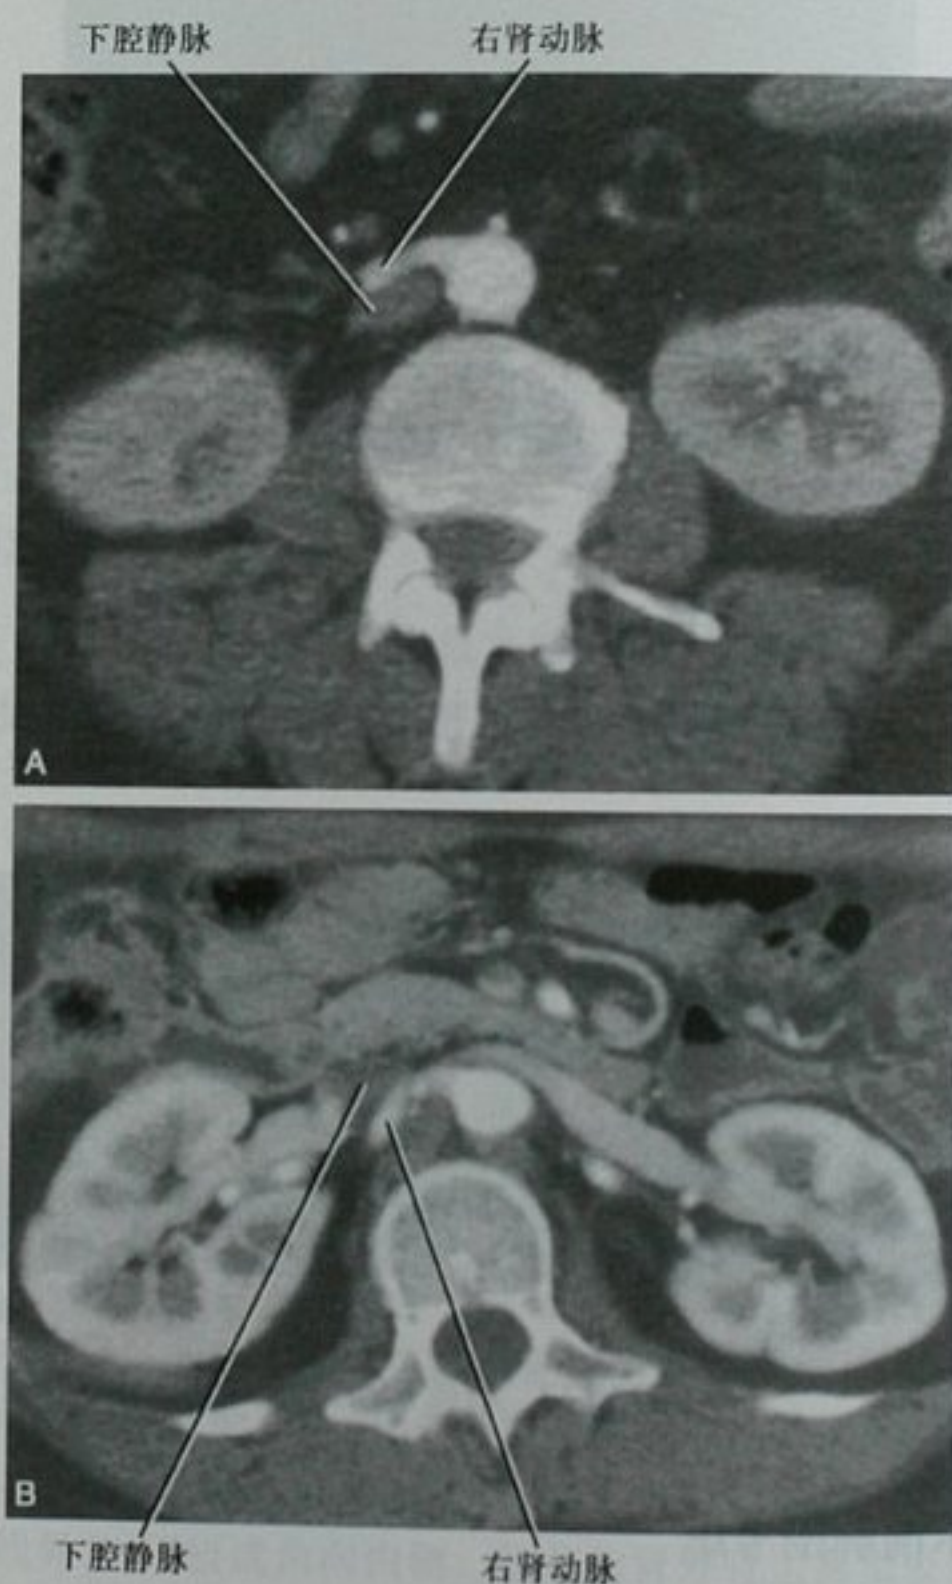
右肾动脉与下腔静脉(IVC)的解剖关系。A. 增强 CT 横断位图像显示一条副肾动脉走行于 IVC 前方;B. 另一病例的 CT 横断位图像显示更多见的右肾动脉走行于 IVC 后方
